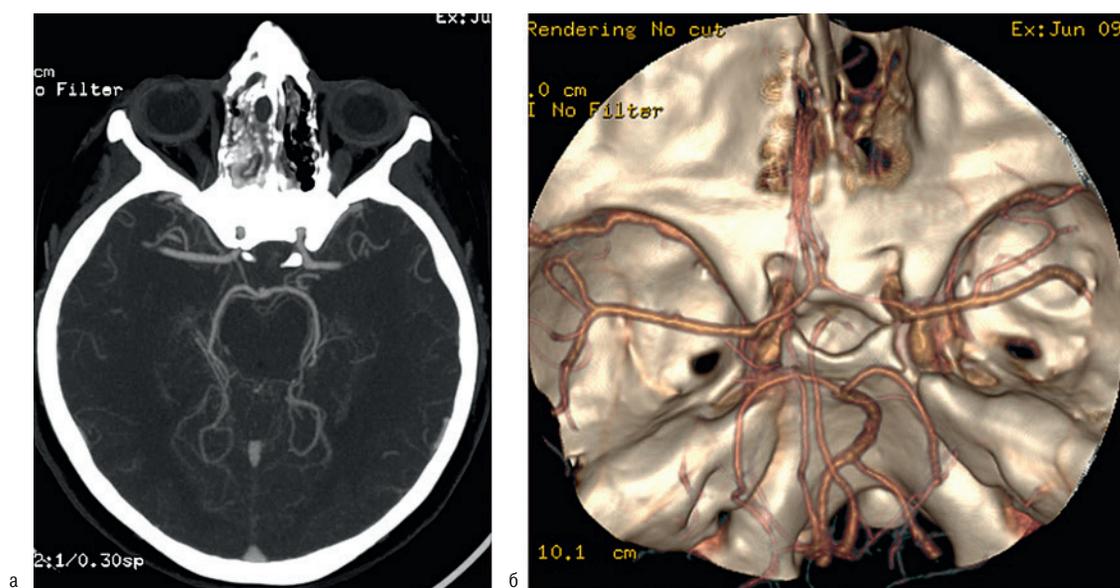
а, б. Данные КТ-ангиографии
